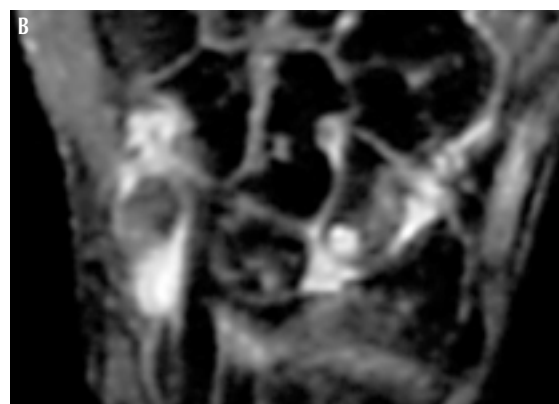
Quadro RM con erosioni a carico delle ossa carpali in un caso di artrite reumatoide di recente insorgenza. (4a. perdita di segnale osseo a livello delle erosioni; 4b. enhancement post-contrastografico in T1).
